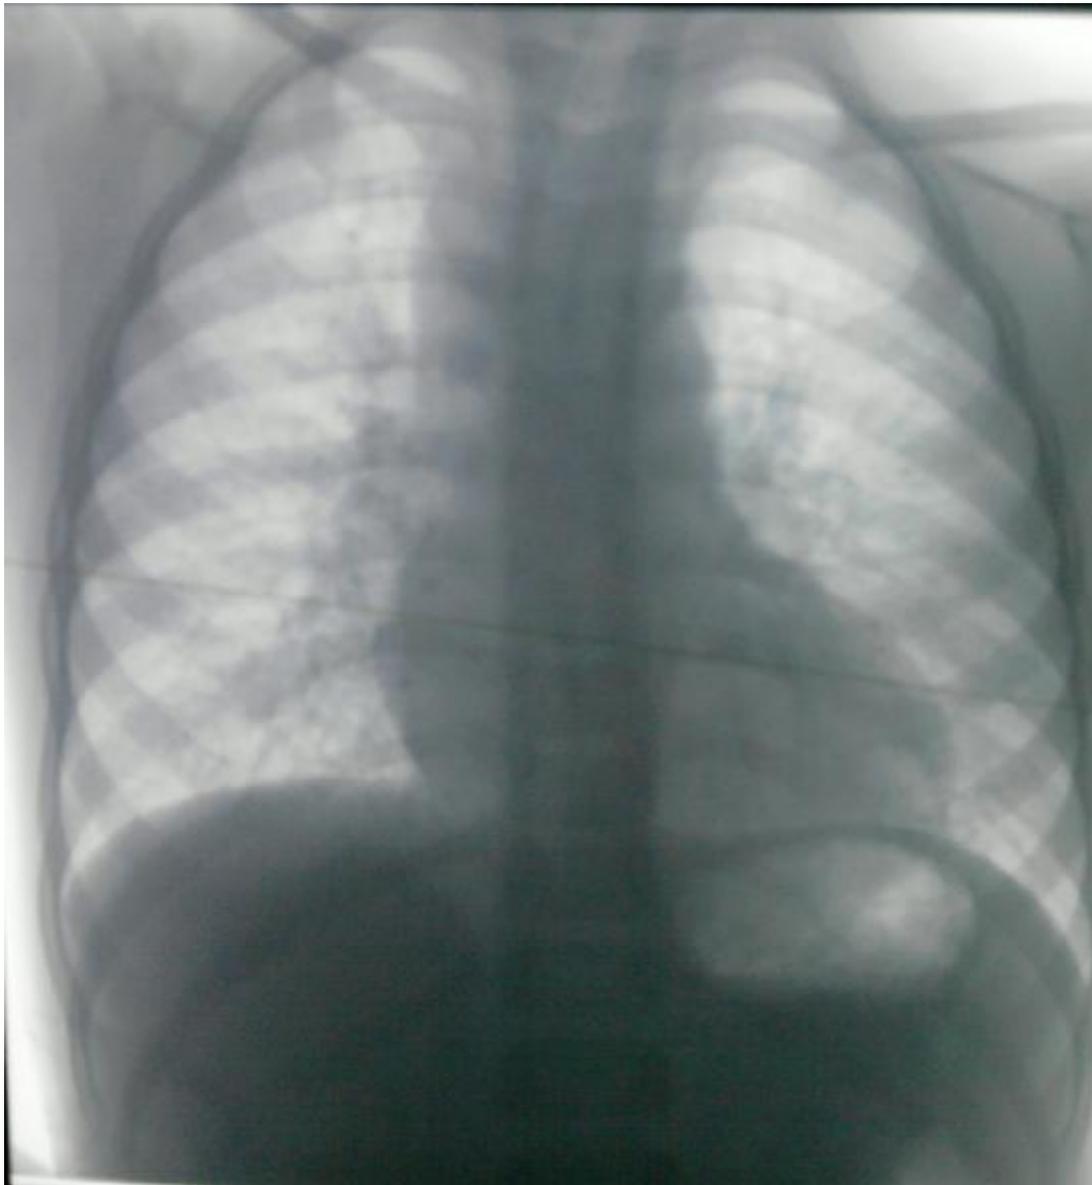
Radiographie de thorax numérisée de face[132].
